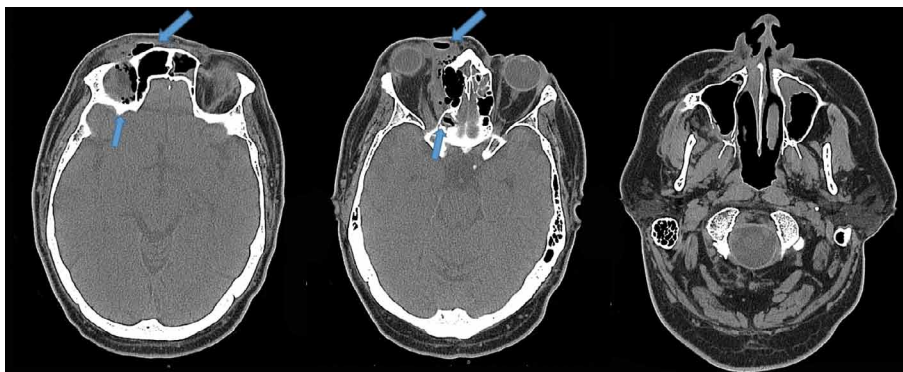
КТ костей черепа при поступлении. Стрелками указана инфильтрация околобульбарной клетчатки справа, с пузырьками газа.
